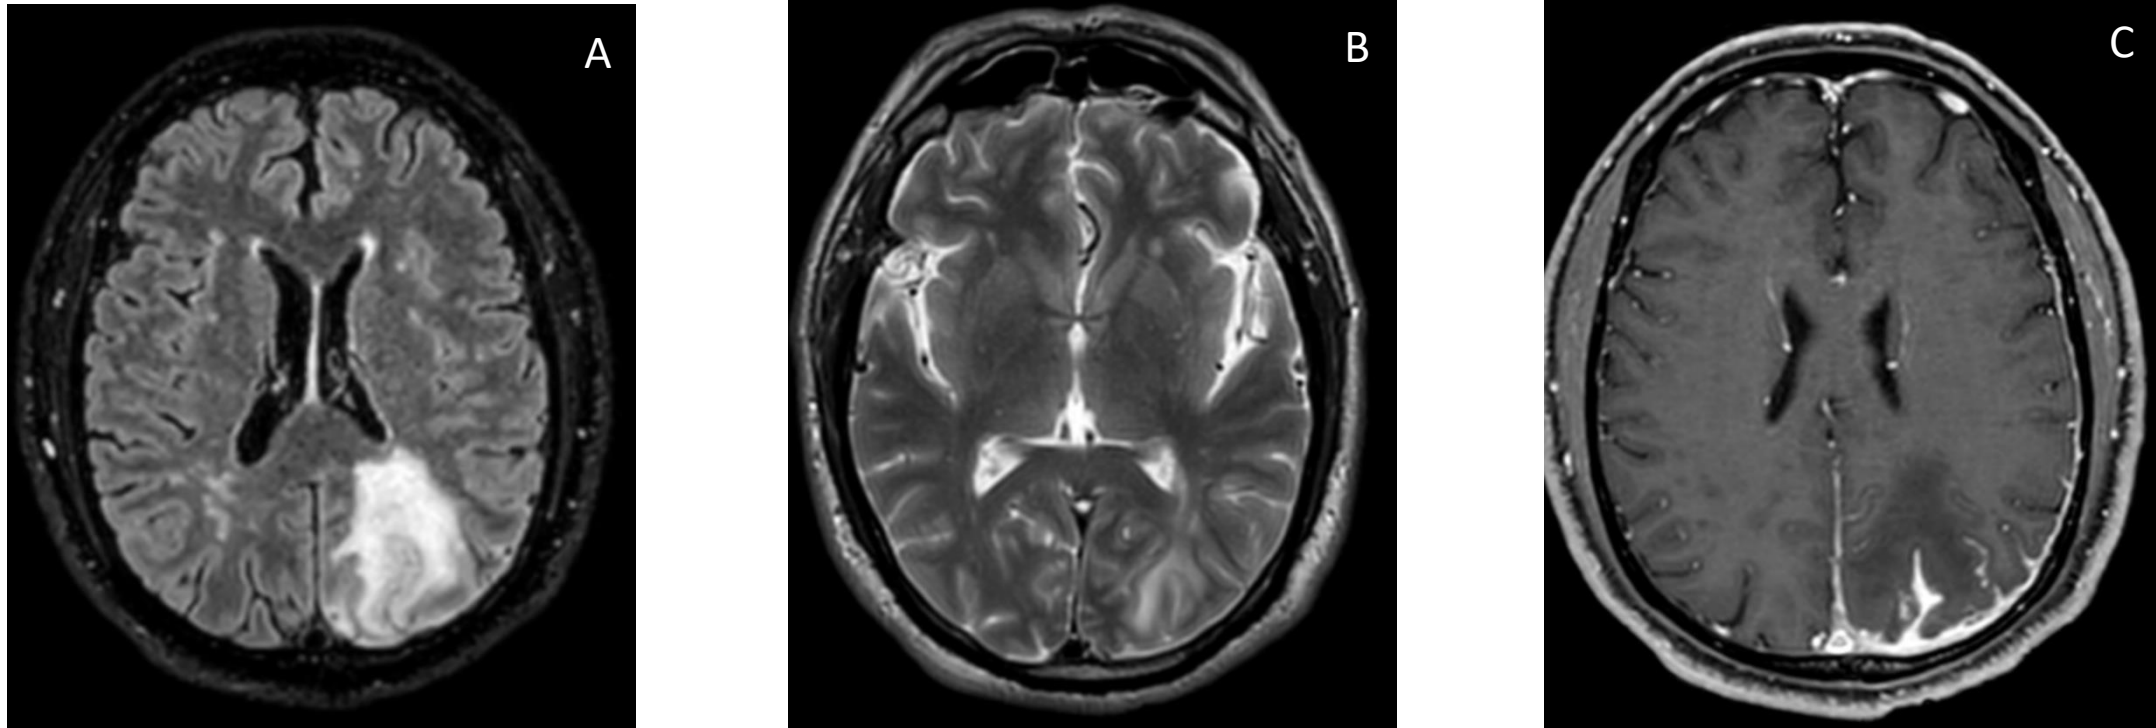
RM de cráneo. Paciente varón de 43 años con sarcoidosis , acude a urgencias con hemianopsia homónima derecha y parestesias en hemicuerpo derecho. Combinación de afectación parenquimatosa (con aumento de la señal en T2 (A) y FLAIR (B) de la sustancia blanca occipito-parietal izquierda) y de realce lept y paquimeníngeo tras la administración de CIV (C). Se precisó de biopsia para la filiación de la lesión, con presencia de granulomas no necrotizantes en el tejido meníngeo afectado.
